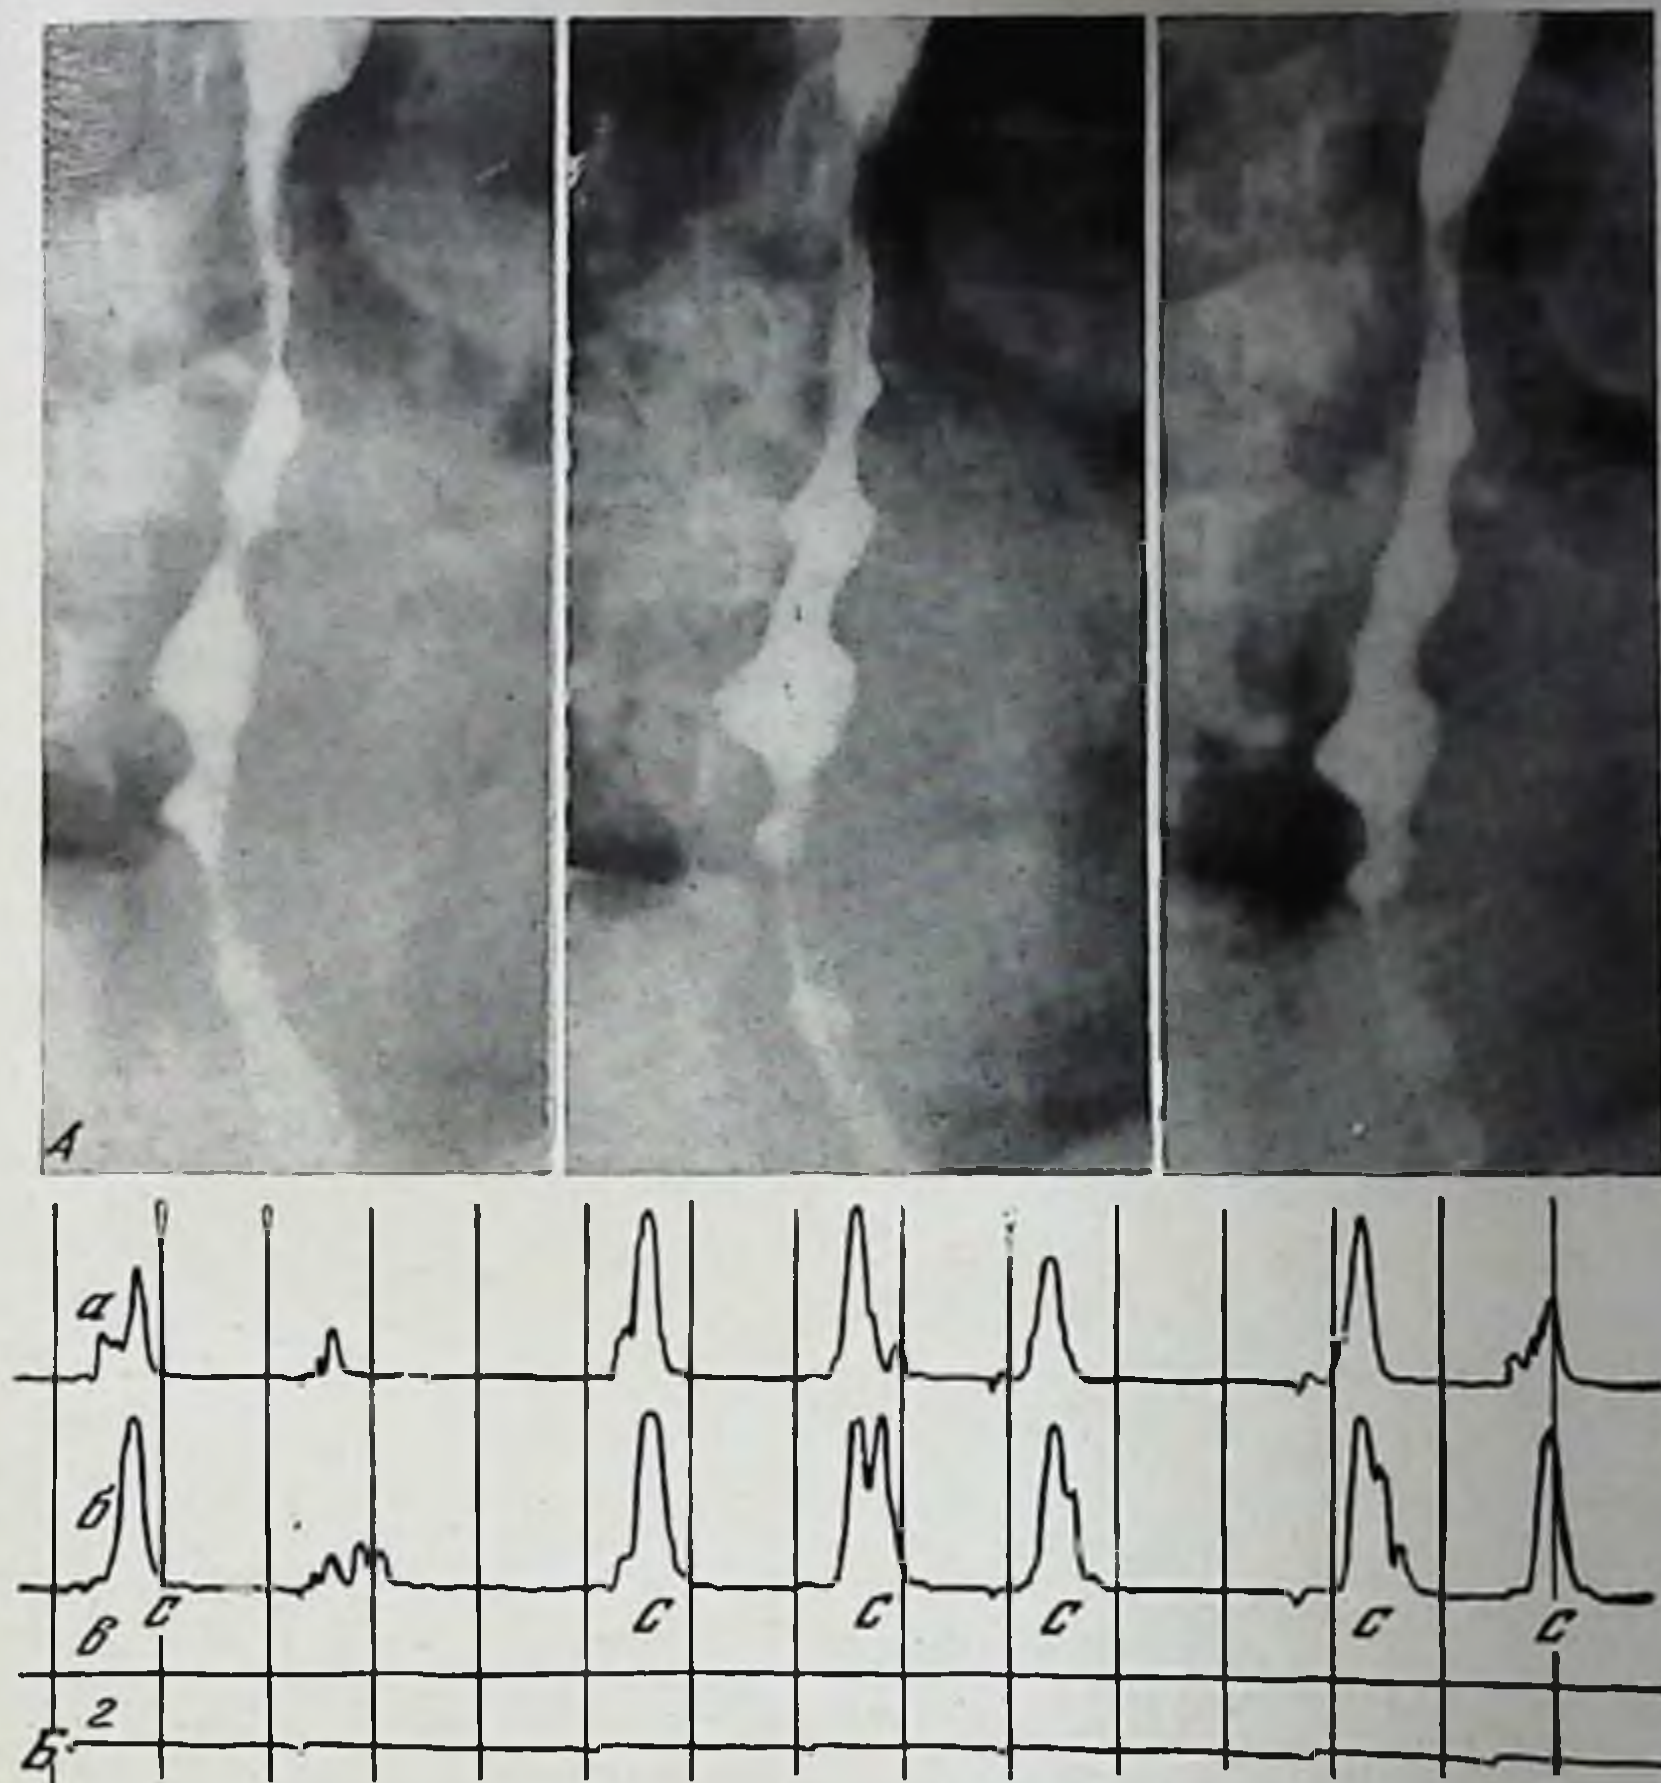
Рентгенограммы пищевода и эзофагонокимограммы больного К. Эзофагоспазм III степени
